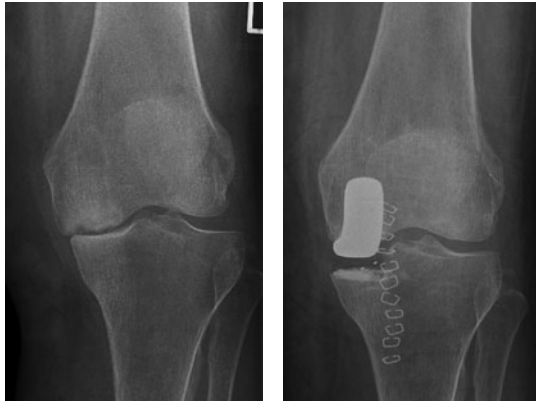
a, b: Linkes Bild, Röntgenbild vor der Operation, rechtes Bild unmittelbar nach der Operation. Anhand der Hautklammern erkennen Sie, wie begrenzt der Umfang der Eröffnung des Kniegelenkes ist.
